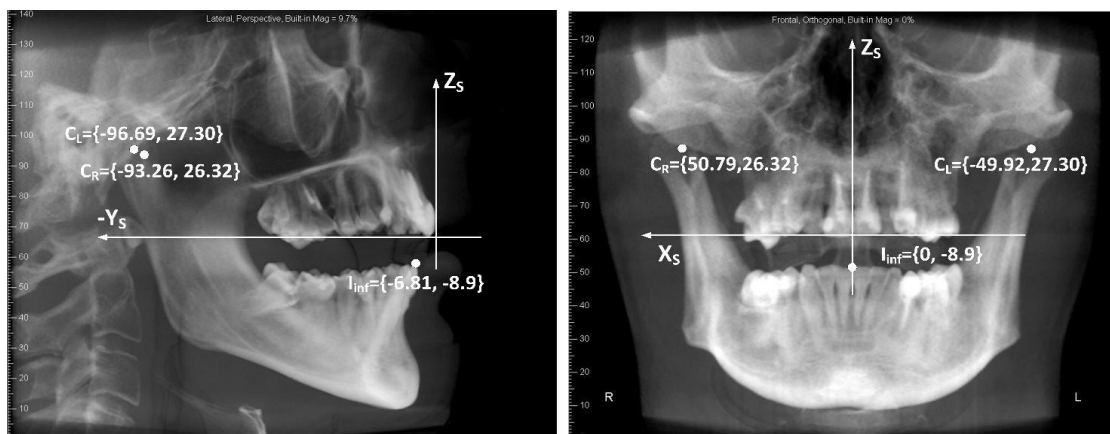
Radiografía lateral y frontal del paciente con coordenadas de los puntos de interés.
